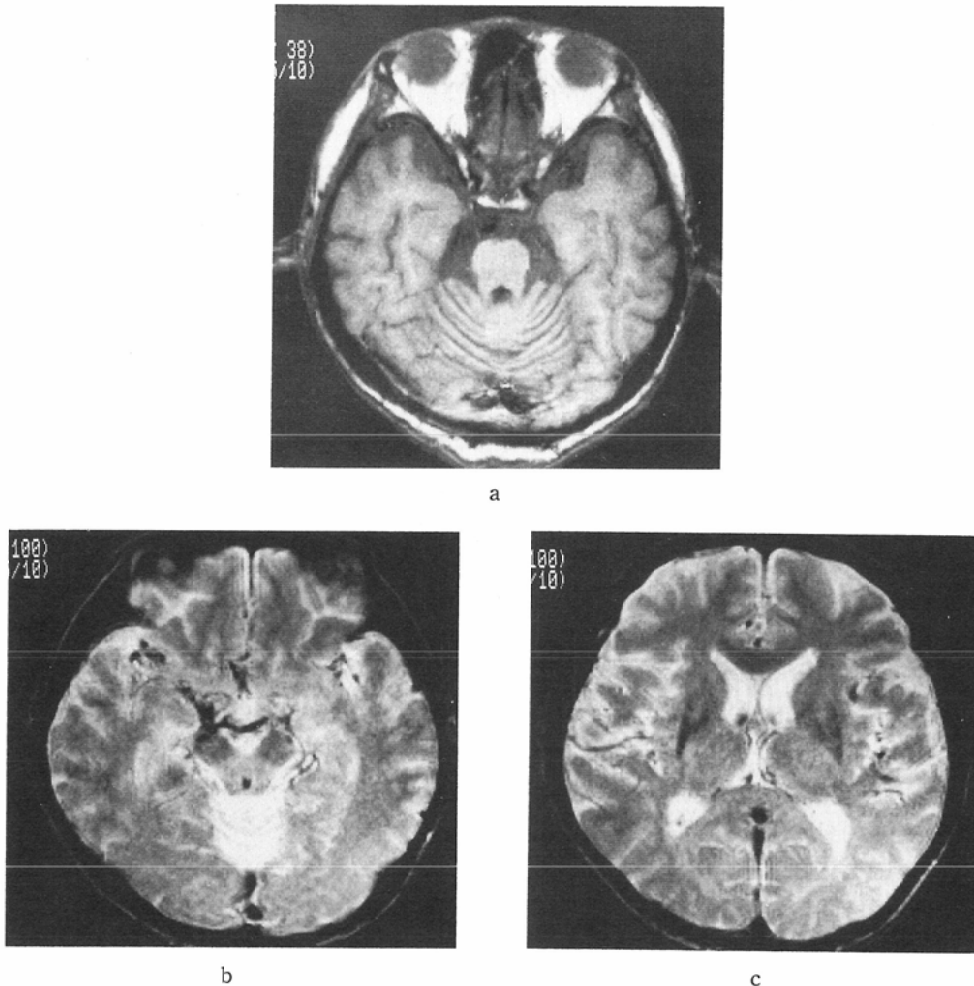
SDS, 59-year-old male. a. T1-weighted image (SE 500/38). Atrophy of the brain stem and cerebellum is depicted. b and c. T2-weighted images (SE 1800/100). The pars compacta of the SN appears as dark as the pars reticulata of the SN and the RN (b). Hypointensity of the putamen is noted particularly in the posterolateral portion (c).
